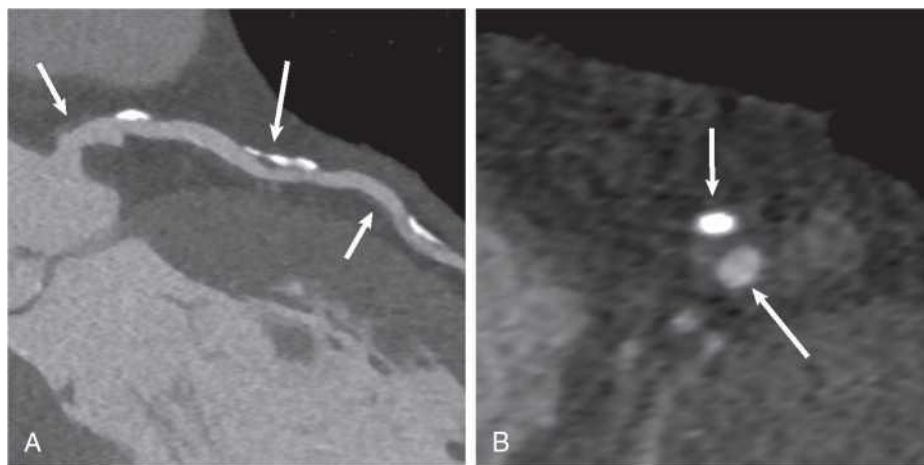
Plaque in coronary CTA. (A) Curved multiplanar reconstruction of the left main and proximal left anterior descending coronary artery showing areas of completely noncalcified plaque (*small arrows*), as well as a large partially calcified plaque (*large arrow*). Furthermore, there are two small entirely calcified plaques. (B) Cross-sectional view of the partially calcified plaque (calcification [*small arrow*]; coronary lumen [*large arrow*]). CTA, CT angiography.
